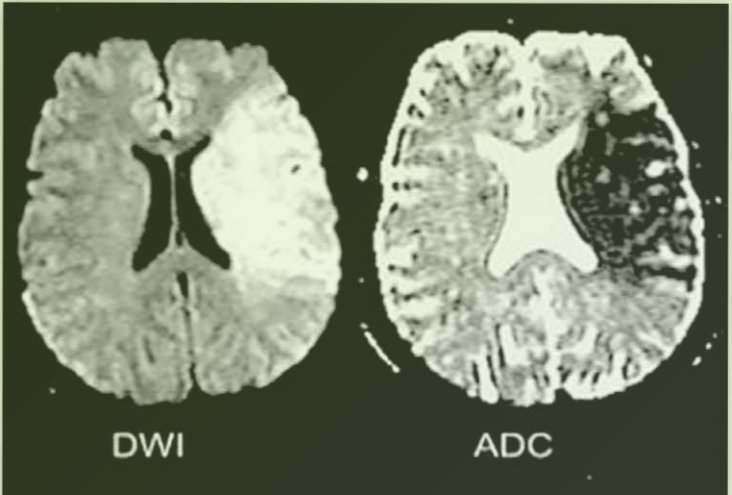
MRI d'un pacient amb íctus isquèmic de l'artèria cerebral mitjana. S'observen les característiques alteracions en les seqüències de DWI i ADC. Aquestes alteracions corresponen a una disminució de la difusibilitat de les molècules d'aigua en aquests territoris.
